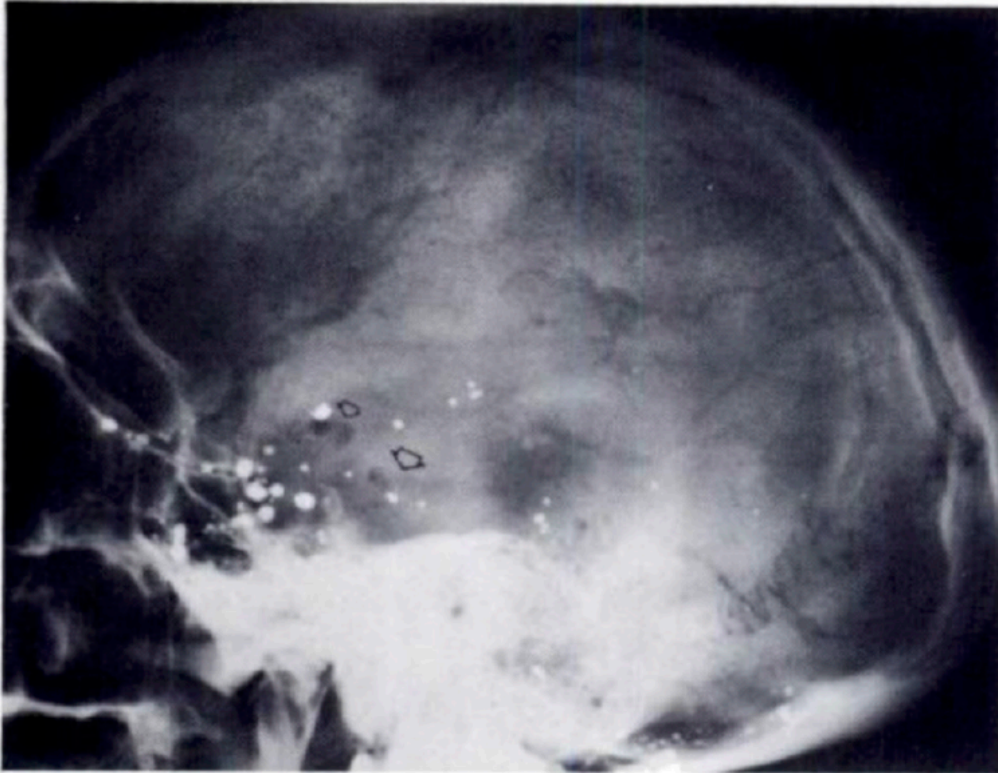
Lateral skull roentgenogram obtained immediately after death. Note air in basilar, posterior cerebral and middle cerebral arteries (arrows). Air in many smaller middle and anterior cerebral branches does not visualize on reproduction. Contrast material in subarachnoid cisterns is from previous myelography.
